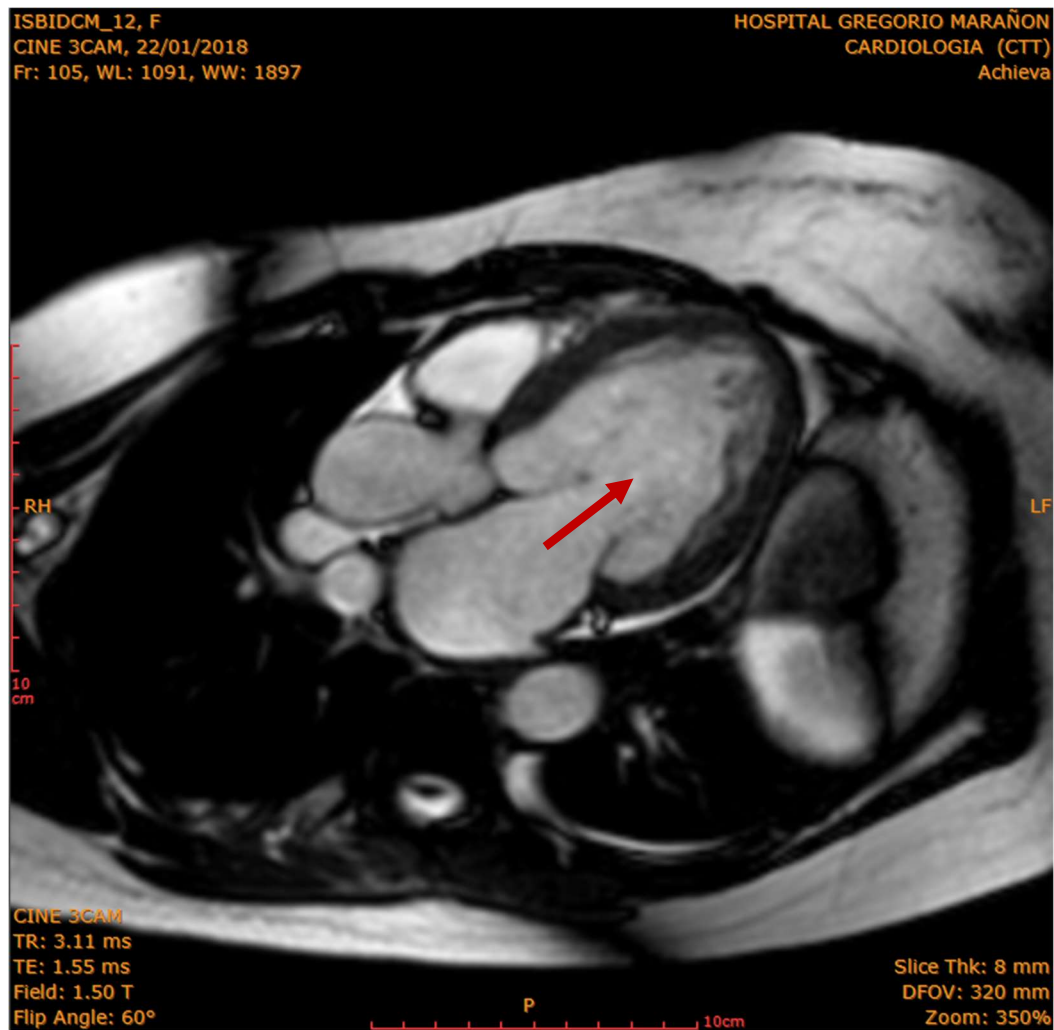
Imagen de Cine de Resonancia Magnética en vista de 3 Cámaras en fase de diástole.
